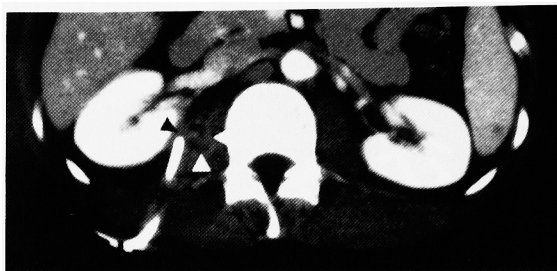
Plain CT and enhanced CT show a reduced mass (arrows) by drainage.
